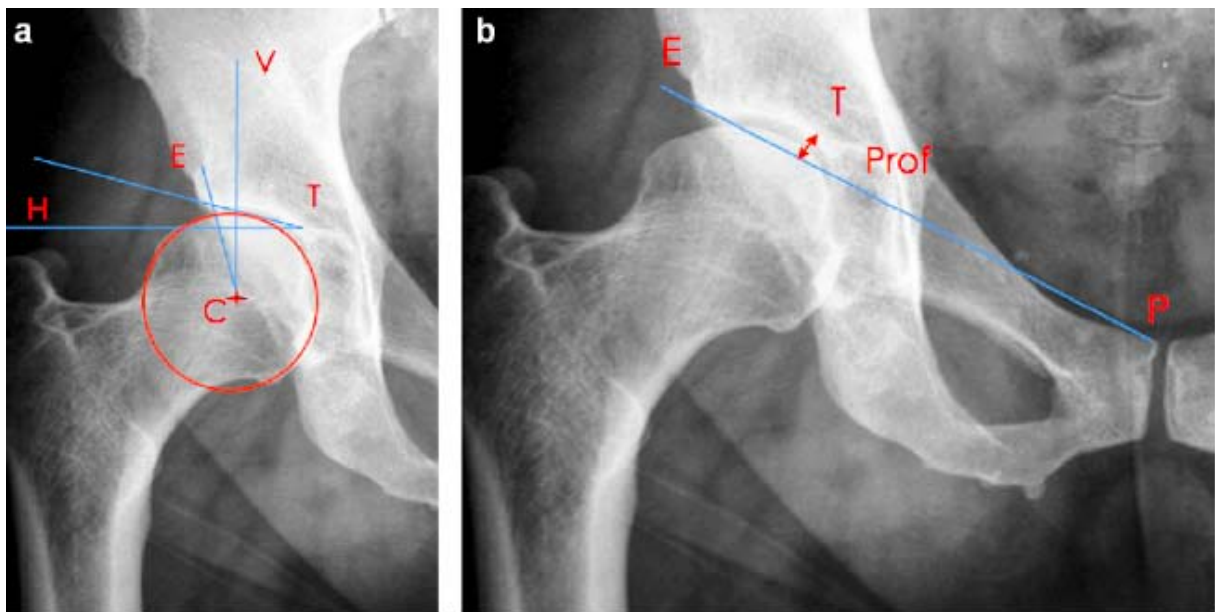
a et b : Radiographie du bassin de face : méthode de mesure des angles coxométriques de VCE, HTE, et de la profondeur de l'acétabulum ;
